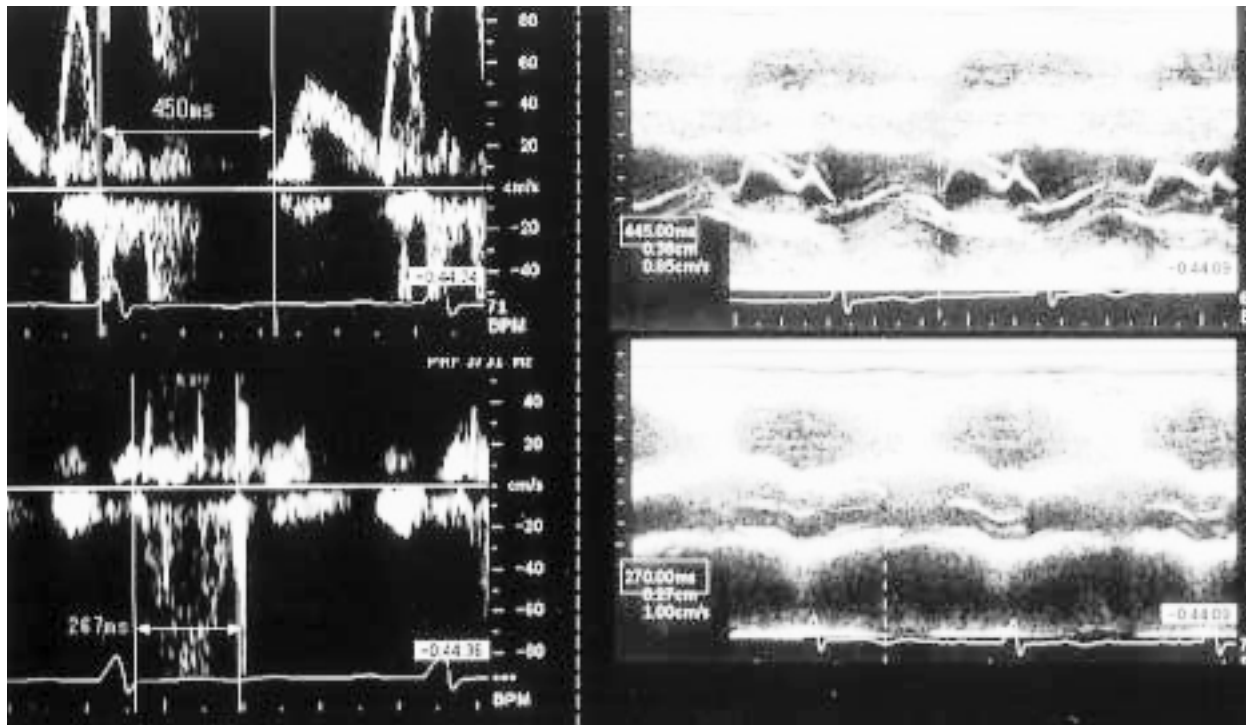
Measurement of Tei indices by Doppler(Tei-D, upper) and M-mode(Tei-M, lower) echocardiography
